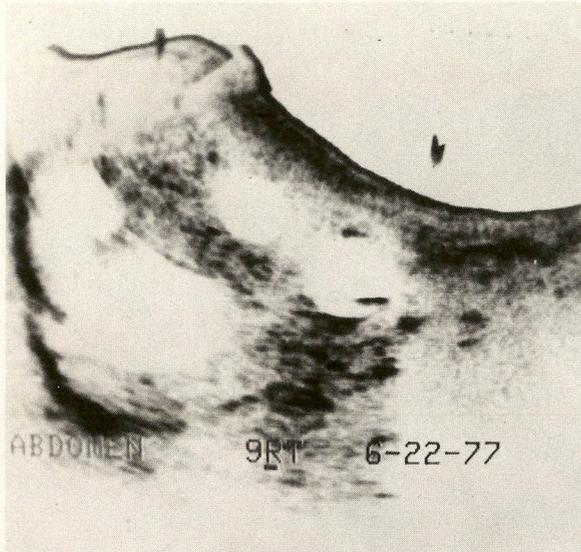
C – Lesão cística hepática demonstrada através da ultrassonografia.
